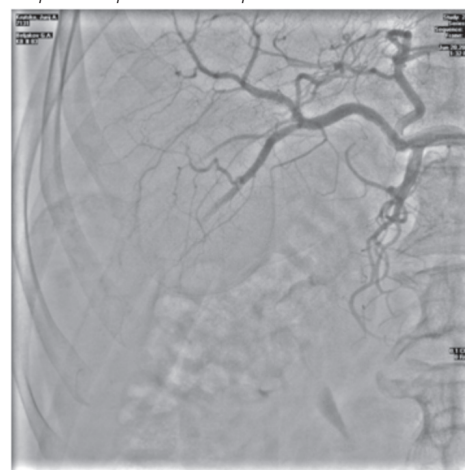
Рентгенограмма эмболизации сосудов печени при гемангиоме.
